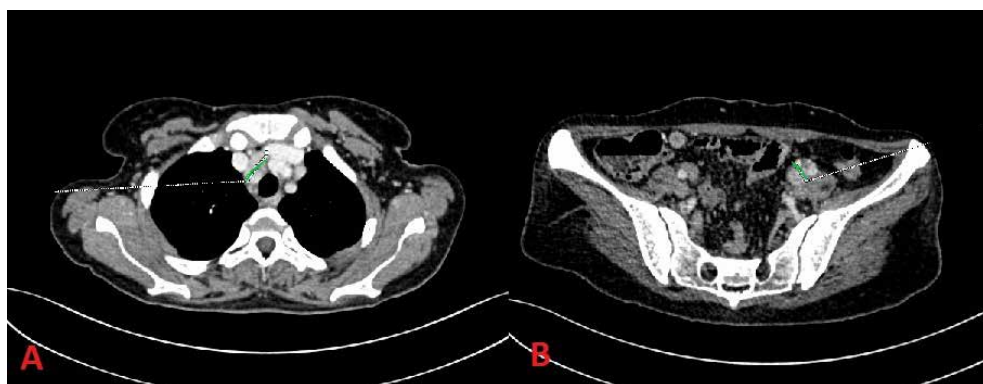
TC toraco-abdomino-pélvico: Múltiples conglomerados adenopáticos supra (A) e infradiafragmáticos (B) compatibles con síndrome linfoproliferativo.
